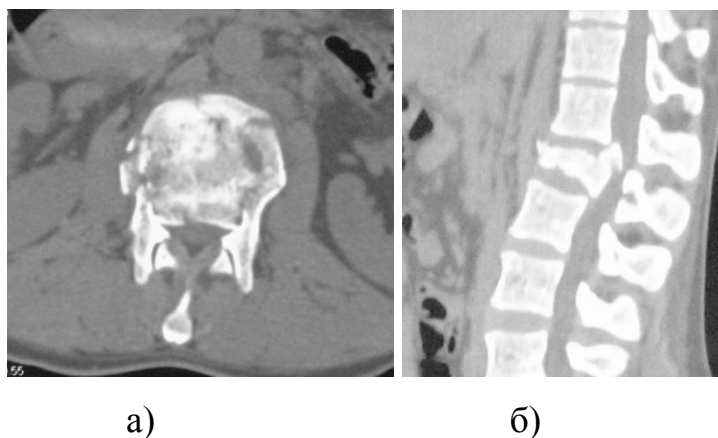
КТ-граммы больного Г-ко. после травмы (стеноз двумя крупными фрагментами тела позвонка с реверсией  $\approx 15^\circ$  и более. а) аксиальная проекция; б) сагиттальная проекция).
